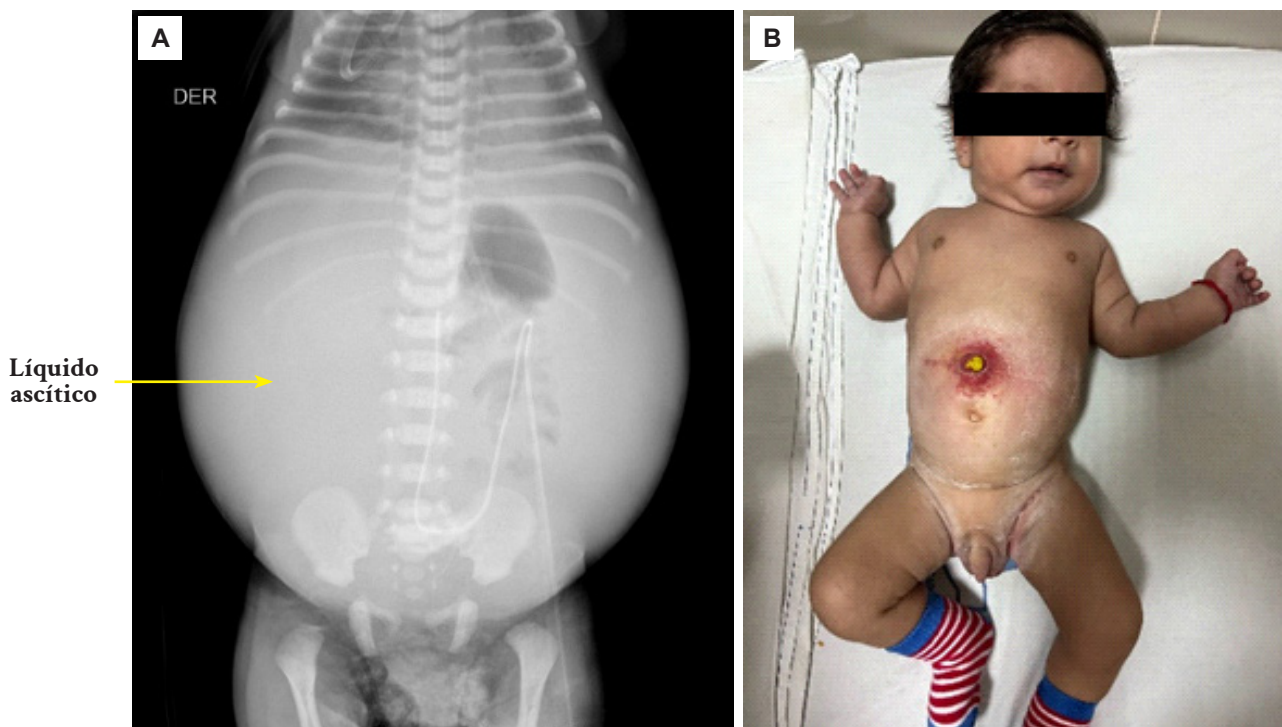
A: Radiografía toracoabdominal a las 6 horas de nacido. Se muestra la distensión abdominal marcada por ascitis fetal e imagen de una burbuja única con sonda orogástrica y presencia de gas en el intestino delgado conglutinado en el flanco izquierdo y catéter venoso umbilical. B: A los 3 meses (imagen reproducida y publicada con autorización de la madre).
